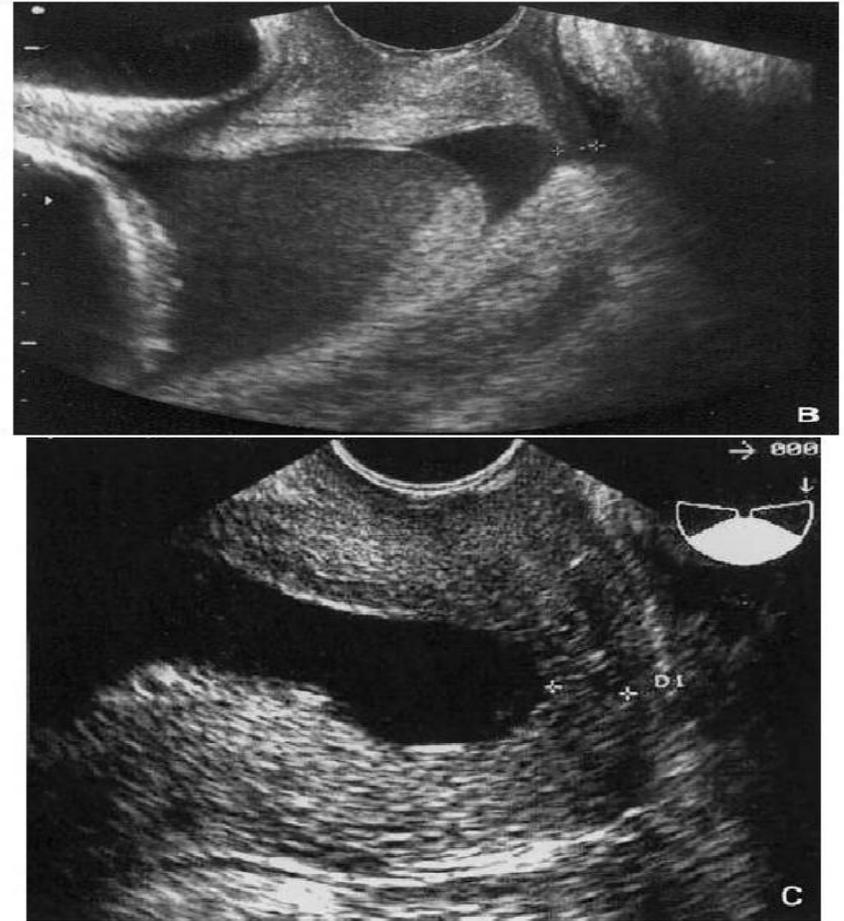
Échographies du col
